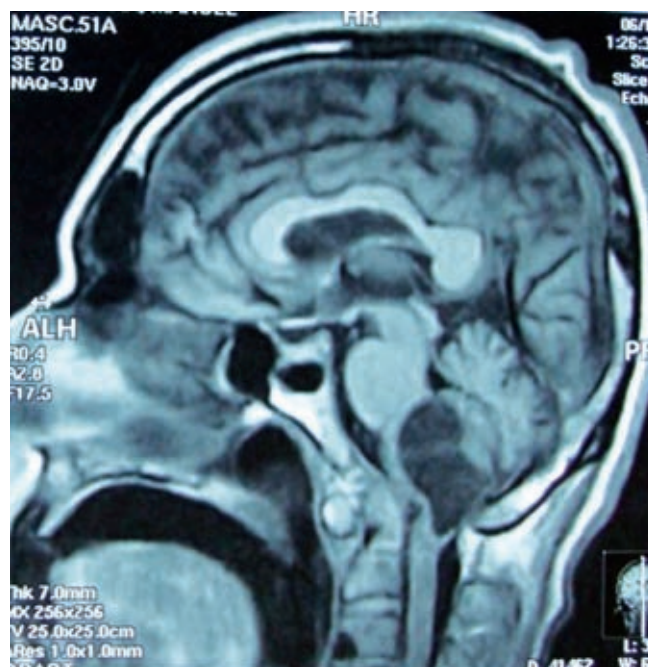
Resonancia magnética, corte sagital. Lesión extraaxial ECHO 1 (T1) de componente quístico que condiciona compresión bulbar.
